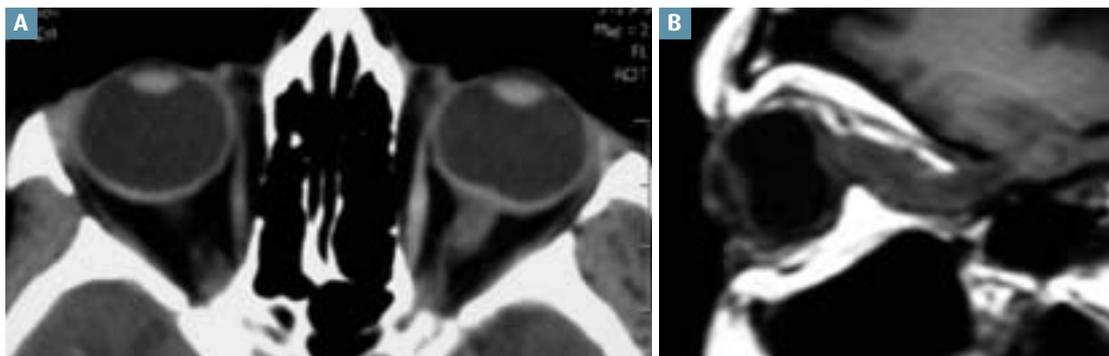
Gliome du nerf optique. TDM, coupe axiale. A : Discrète exophtalmie gauche secondaire à un épaissement du nerf optique avec effet de masse postérieur. IRM, coupe sagittale de l'orbite gauche pondérée en T1. B : Extension de l'épaississement au chiasma optique.
